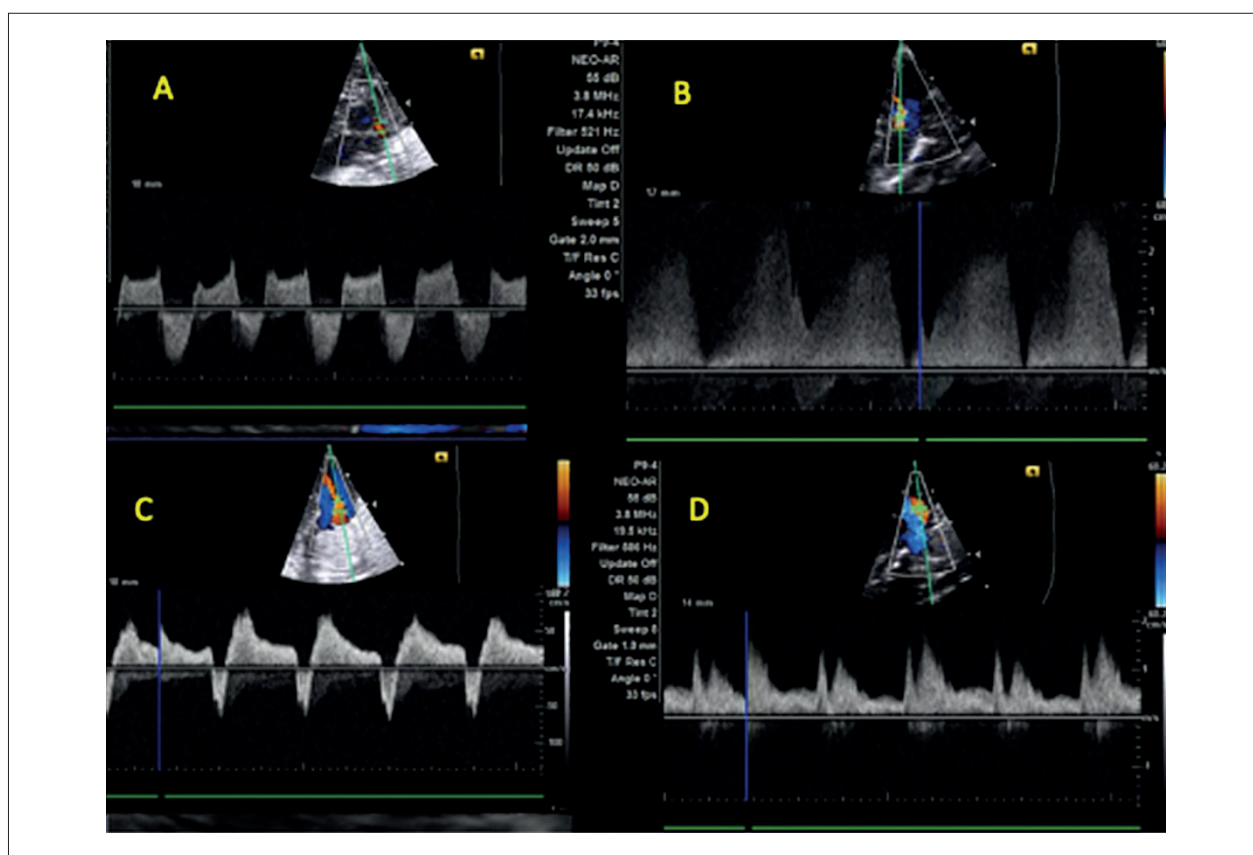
Doppler espectral demonstrando diferentes padrões de fluxo do canal arterial. A: padrão bidirecional. B: Padrão contínuo, restritivo. C: Padrão em crescimento. D: Fluxo pulsátil, não restritivo, da aorta para a artéria pulmonar.
